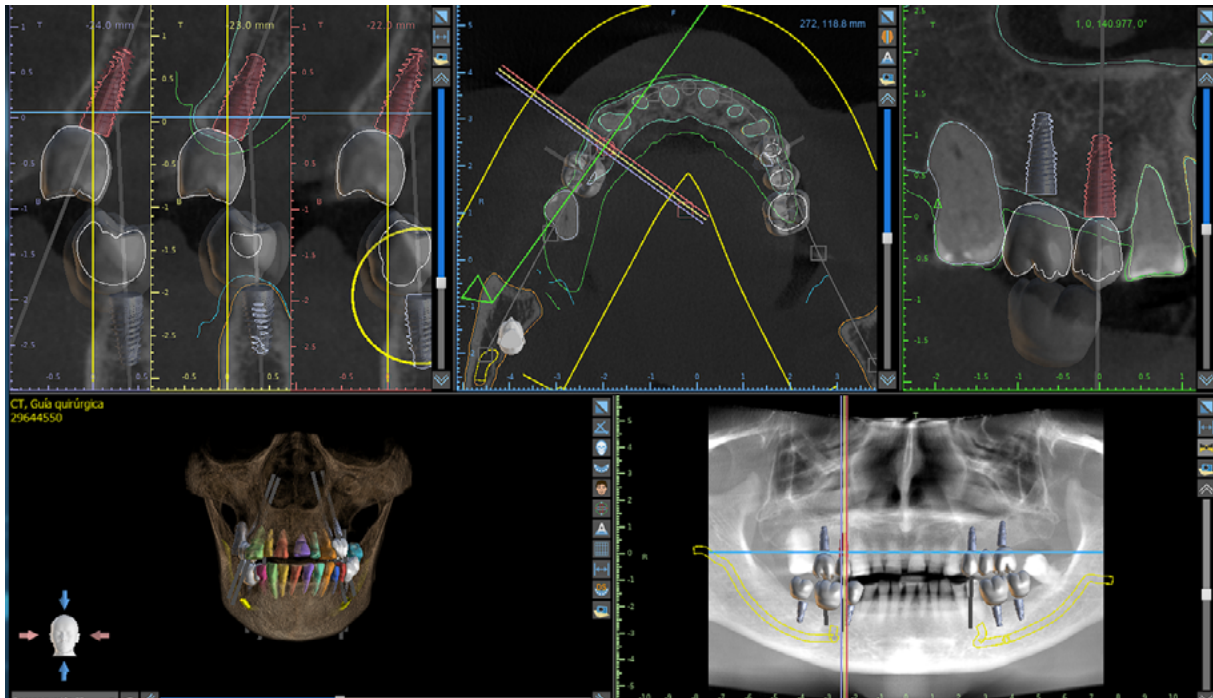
Uso de la CBCT para la planificación de implantes dentales.
